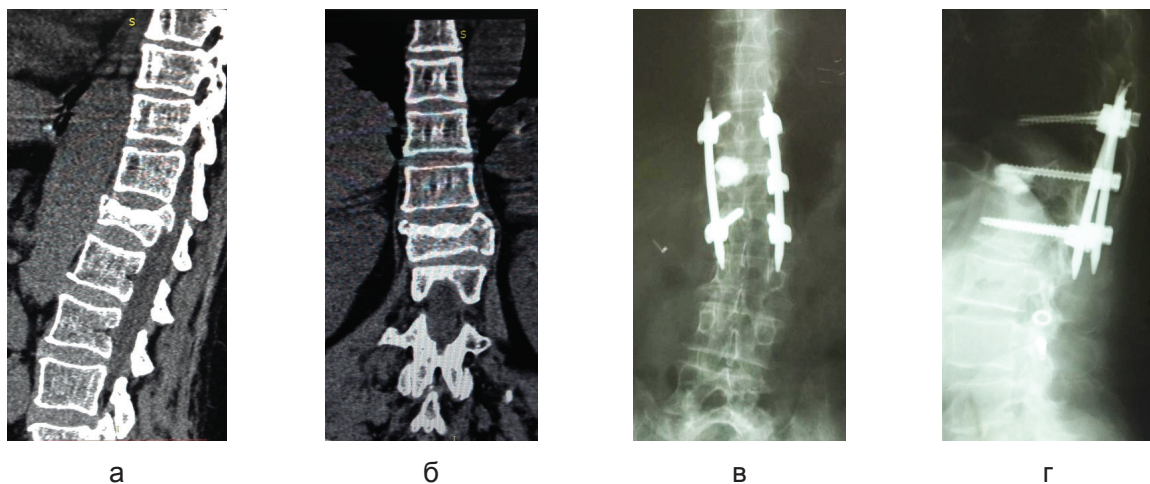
КТ больной до операции: а – корональная, б – сагиттальная проекции; рентгенограммы в и г – после операции
